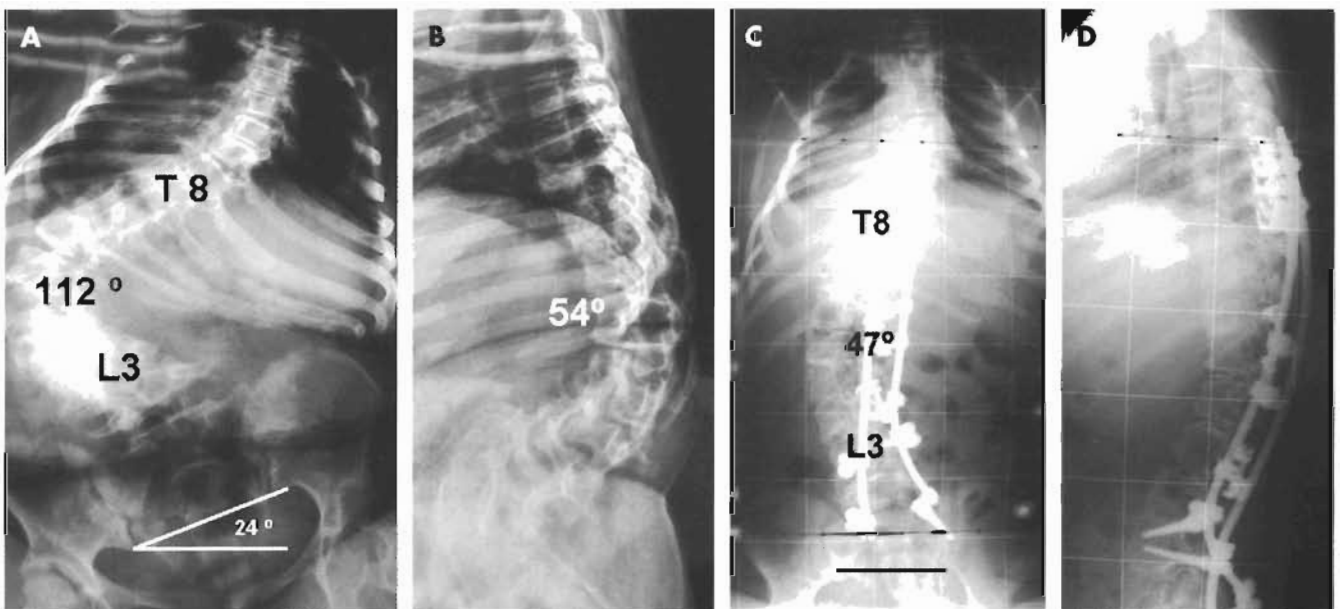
Enfermo afectado de atrofia espinal y reumatismo. A. Radiografía A-P con ángulo 112° Cobb y oblicuidad pélvica de 24°. B. Radiografía lateral con 54° de cifosis, practicada la liberación artrodesis costal anterior. C. Radiografía A-P con 47° Cobb y completa de la oblicuidad. D. Radiografía sagital.
